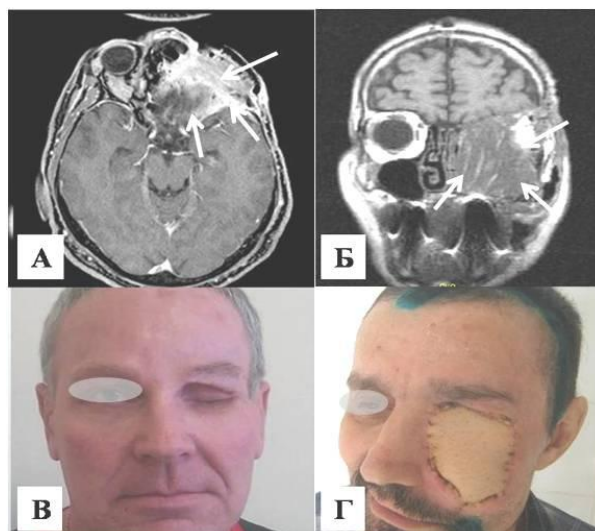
МРТ визуализация контрольных снимков и внешний вид пациентов после радикальной резекции
